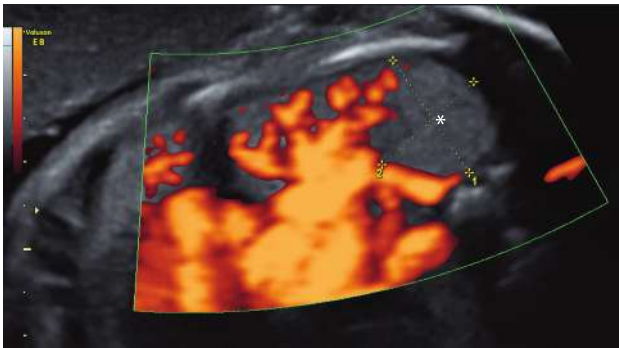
Maladie adénomatoïde kystique du poumon de type 3. Étude en Doppler énergie. 29 SA Coupe transversale du thorax. Présence d'une masse échogène (*) de 15 mm de diamètre non vascularisée, alors que le reste du parenchyme pulmonaire présente une vascularisation normale.
